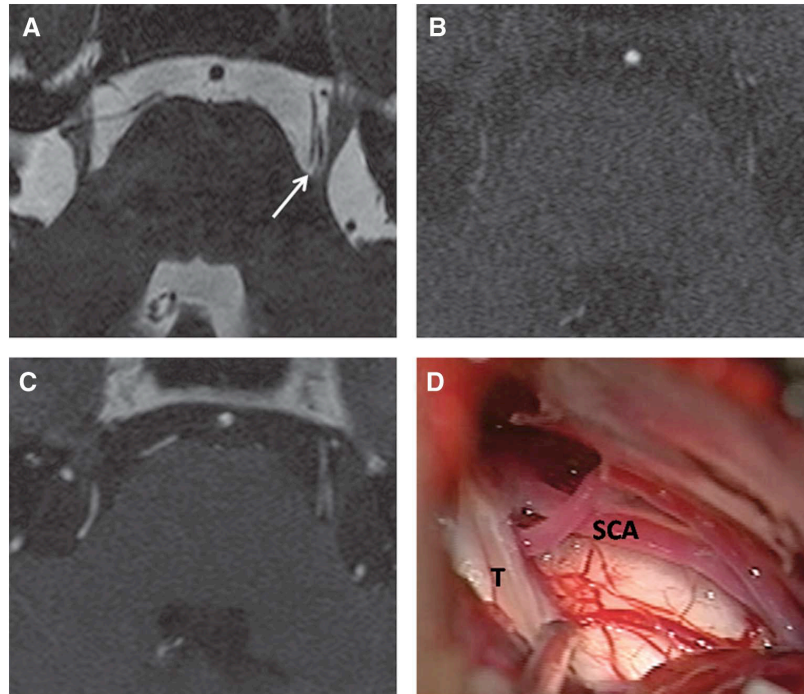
Estudio por IRM en secuencia FIESTA para análisis de la compresión vascular del V NC en paciente con Neuralgia del trigémino. (A) Compresión de la raíz del VNC por la Arteria Cerebelosa Superior en T2; (B) Echo Gradiente; (C) T1; (D) Imagen transoperatoria
